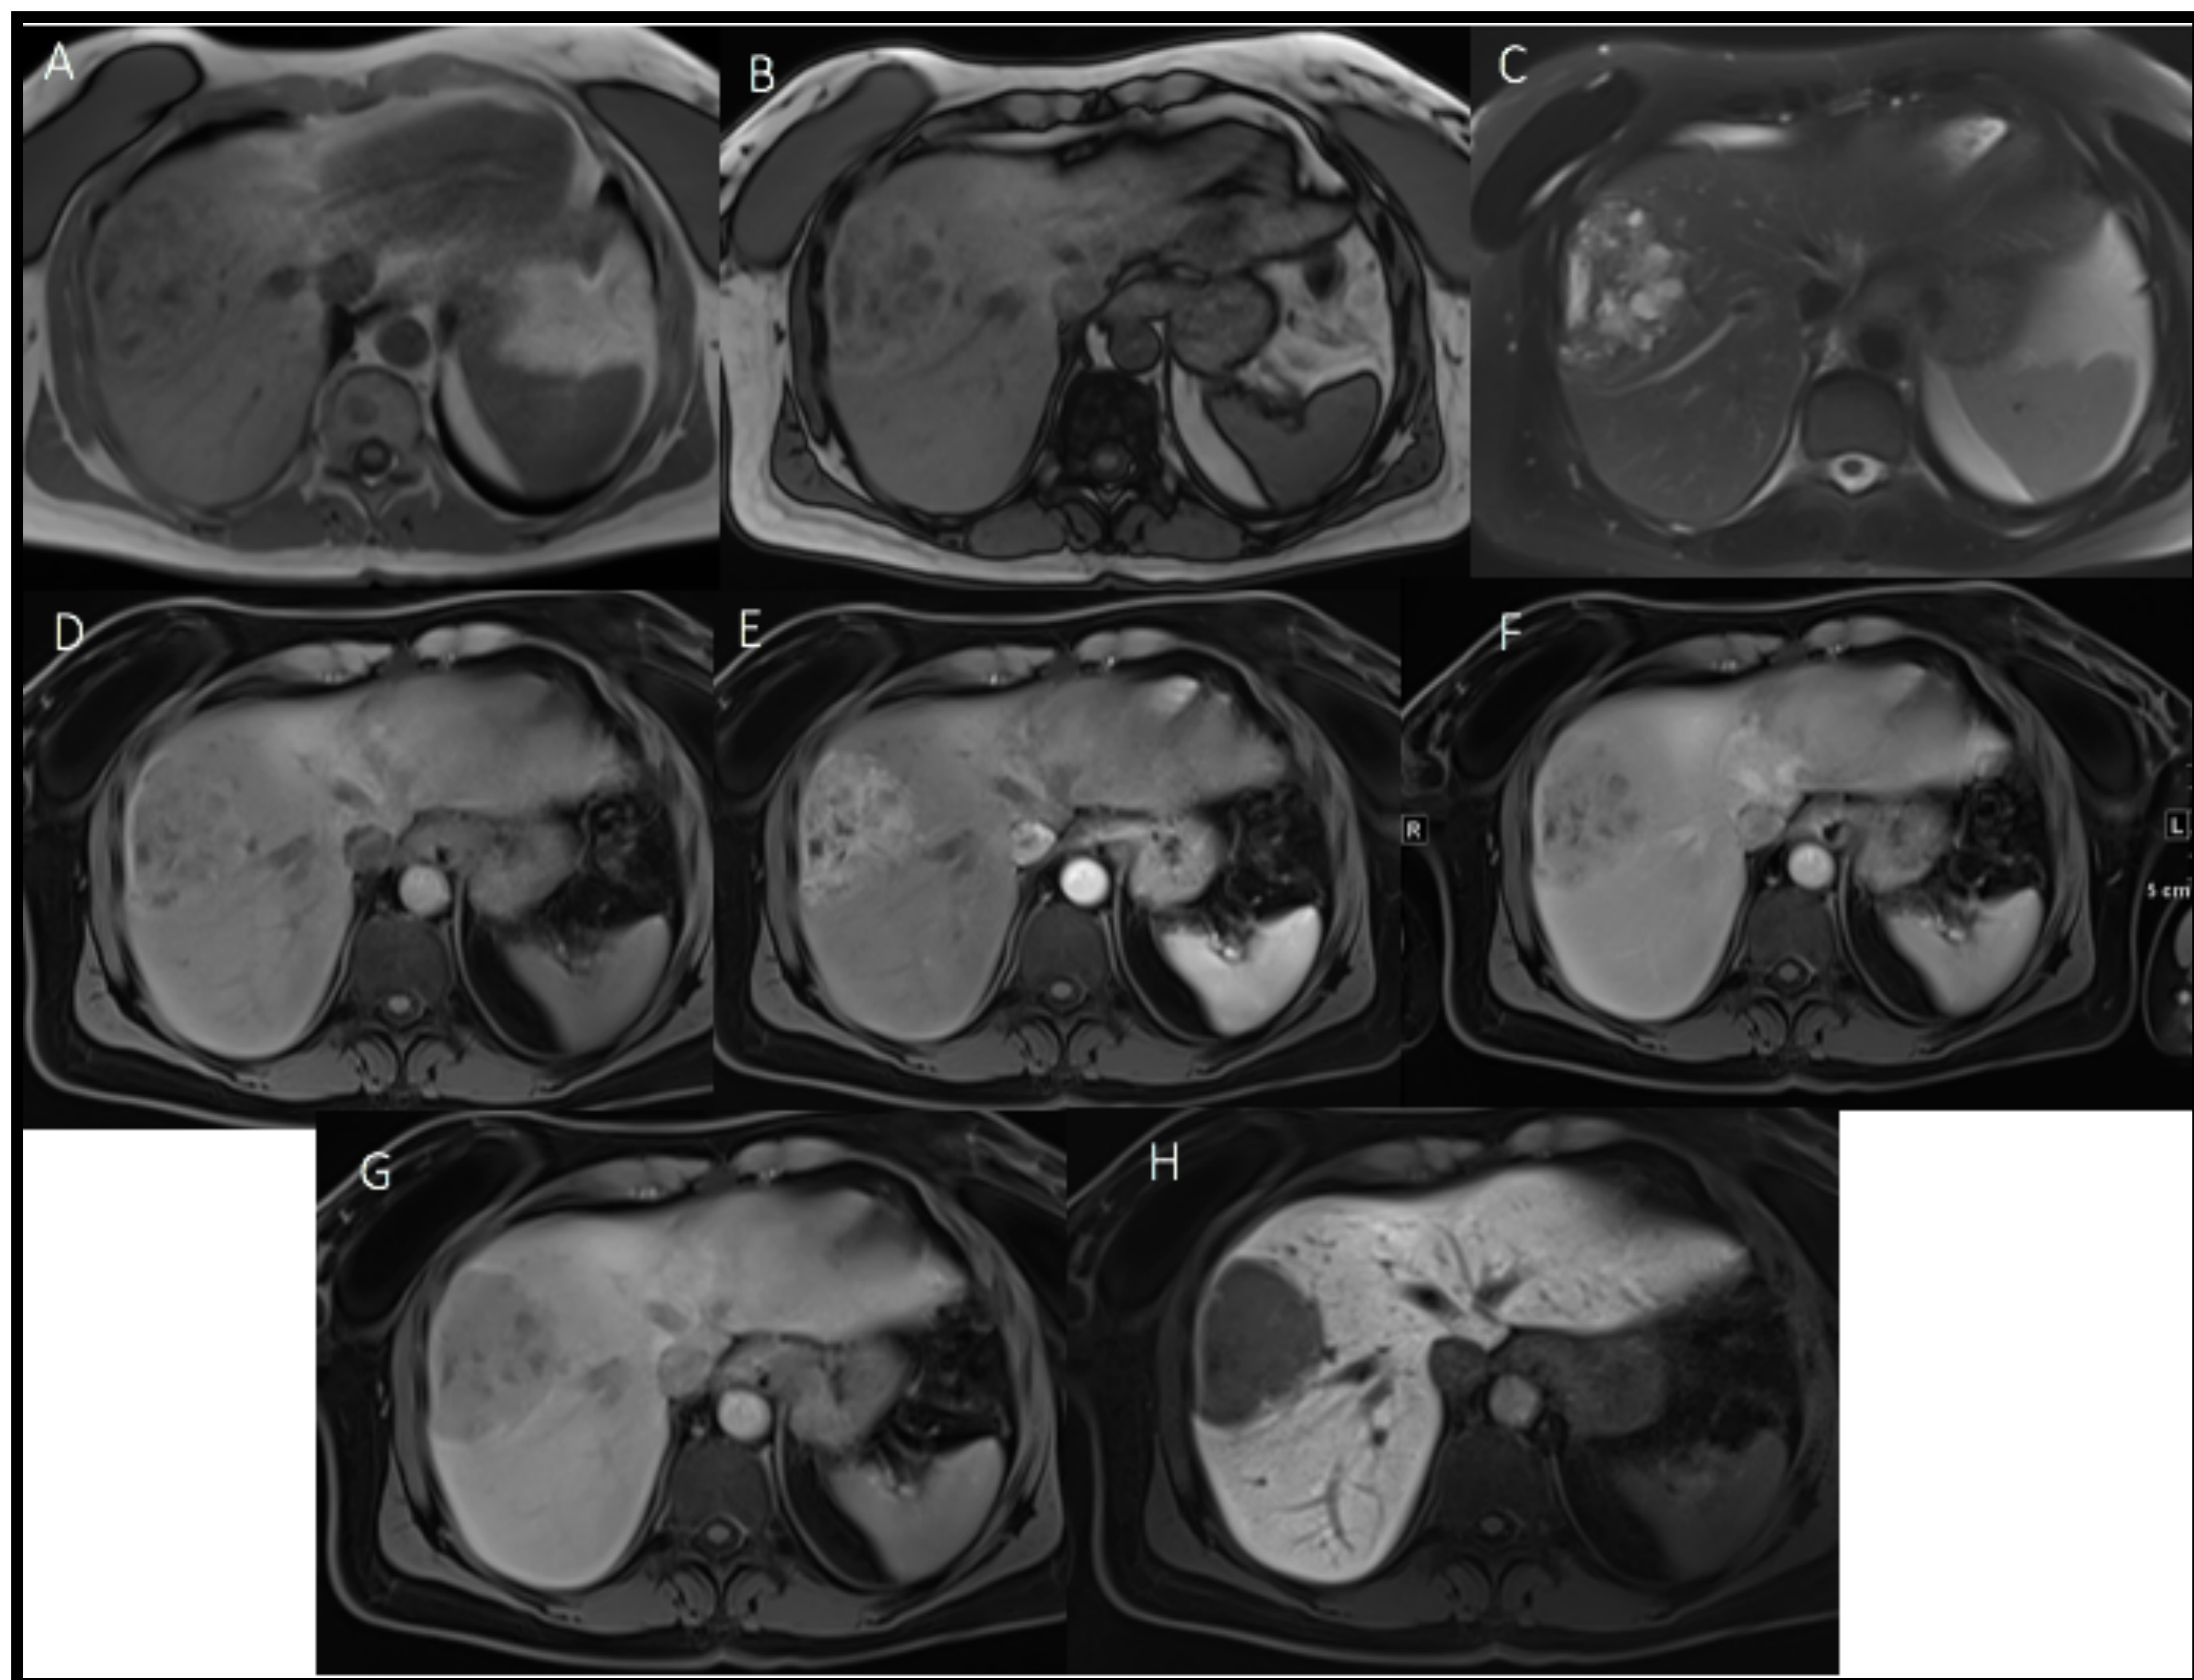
RM de hígado. A: T1 en fase, B: T1 fuera de fase, C: T2 con saturación grasa. D: T1 sin contraste, E: T1 + C fase arterial, F: T1 + C fase venosa portal, G: T1 + c fase de equilibrio, H: fase hepatobiliar.
